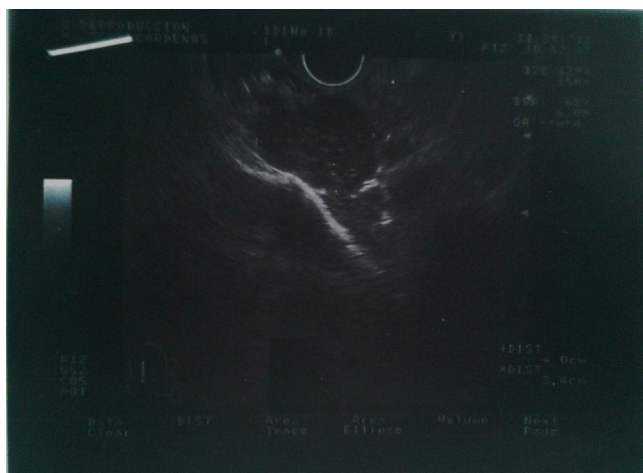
Ecografía pélvica transvaginal que muestra la lesión en la zona posterior de la pelvis.
